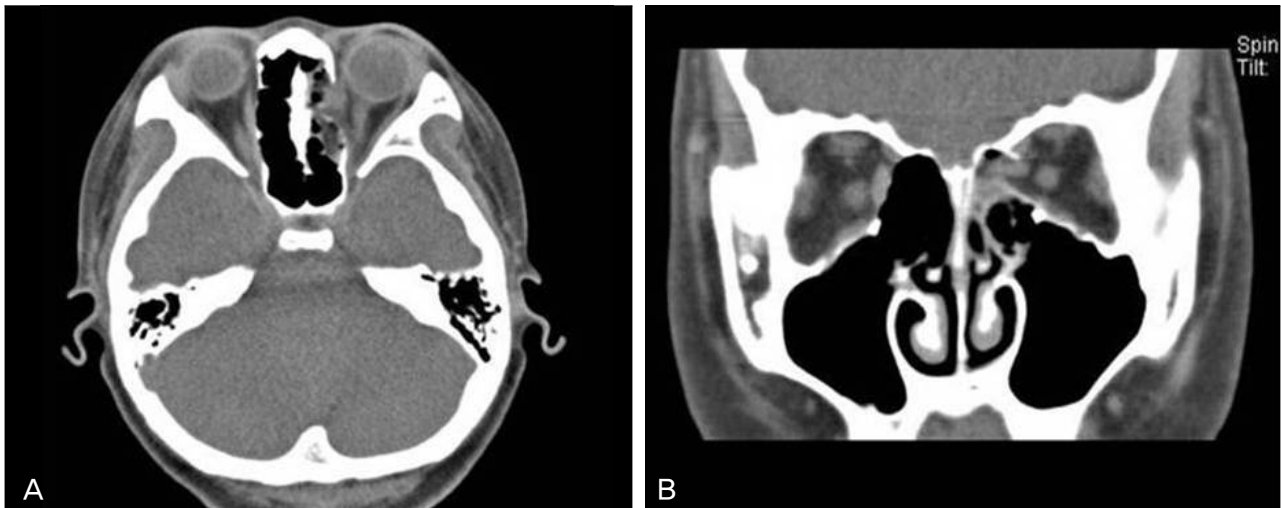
Axial (A) and coronal (B) orbital CT scans showing a blowout fracture of the left medial orbital wall.
